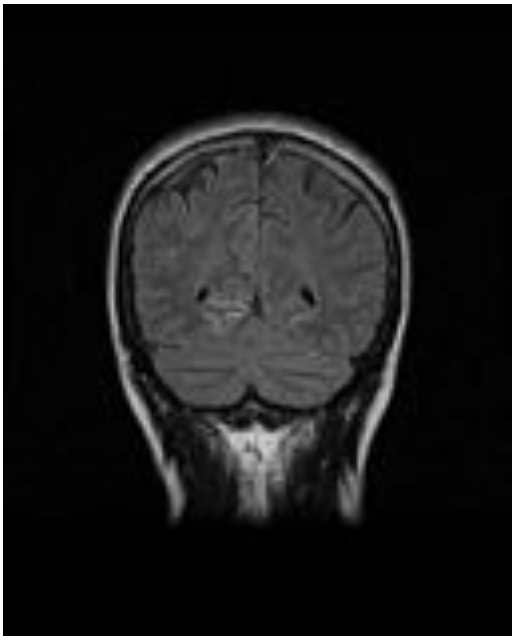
Imagen potenciada en difusión (DWI) del mismo paciente de la imagen anterior, con evidencia de hiperintensidad en cortical cerebral de región frontal derecha.
